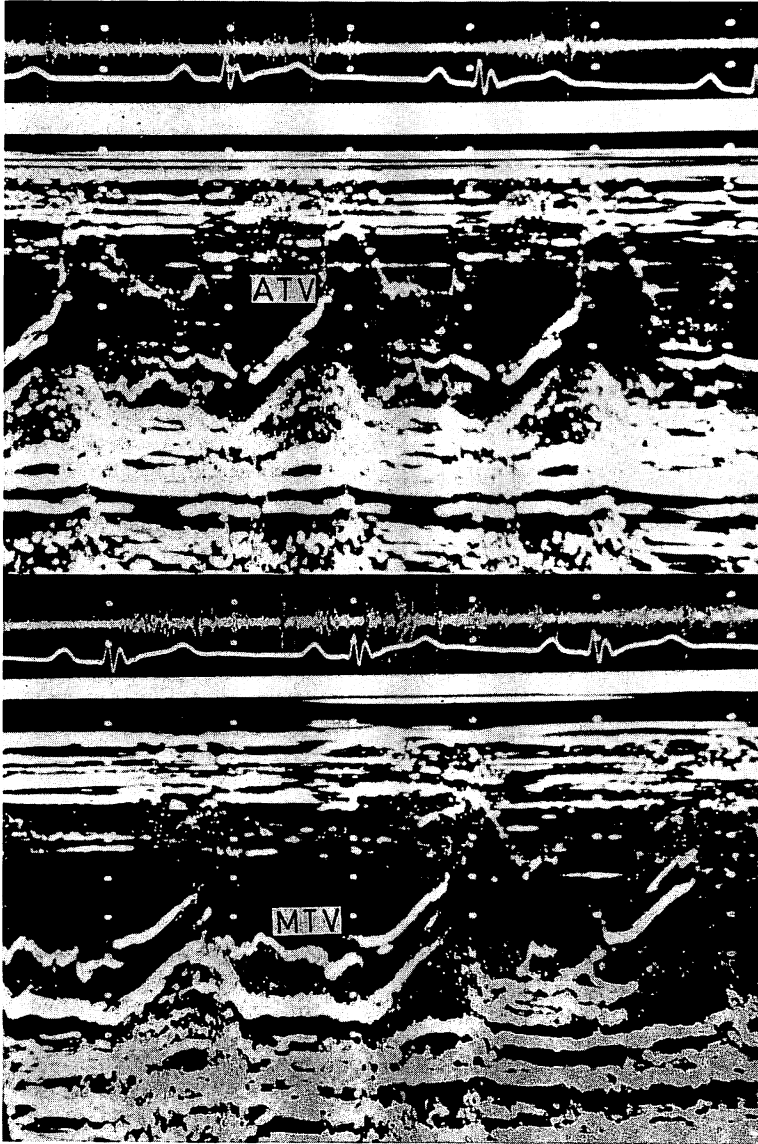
Tricuspid valve echocardiogram.
